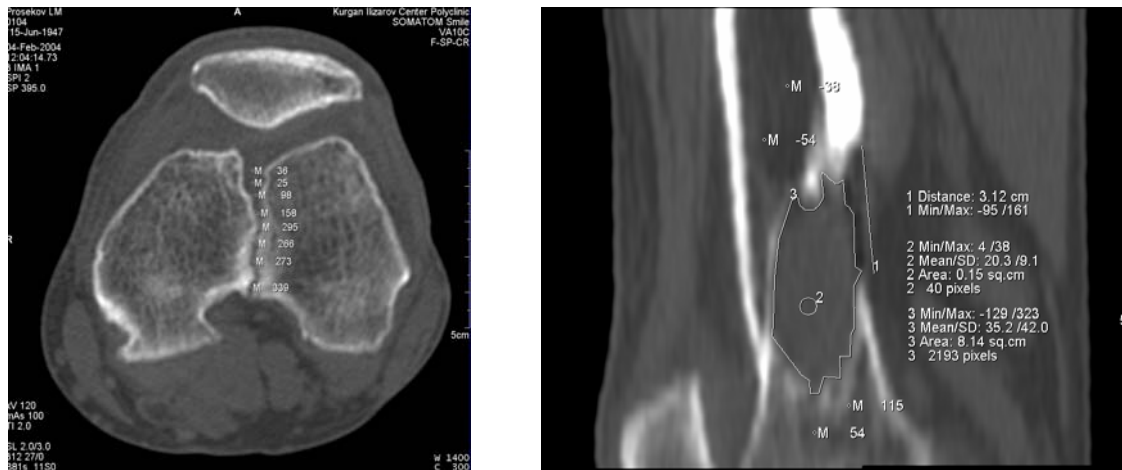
КТ исследование дистального отдела бедра больного П., 56лет. Два года после межмыщелкового перелома левой бедренной кости. Межмыщелковый диастаз. MPR, измерение плотности костной ткани в дистальных отделах бедренной кости
